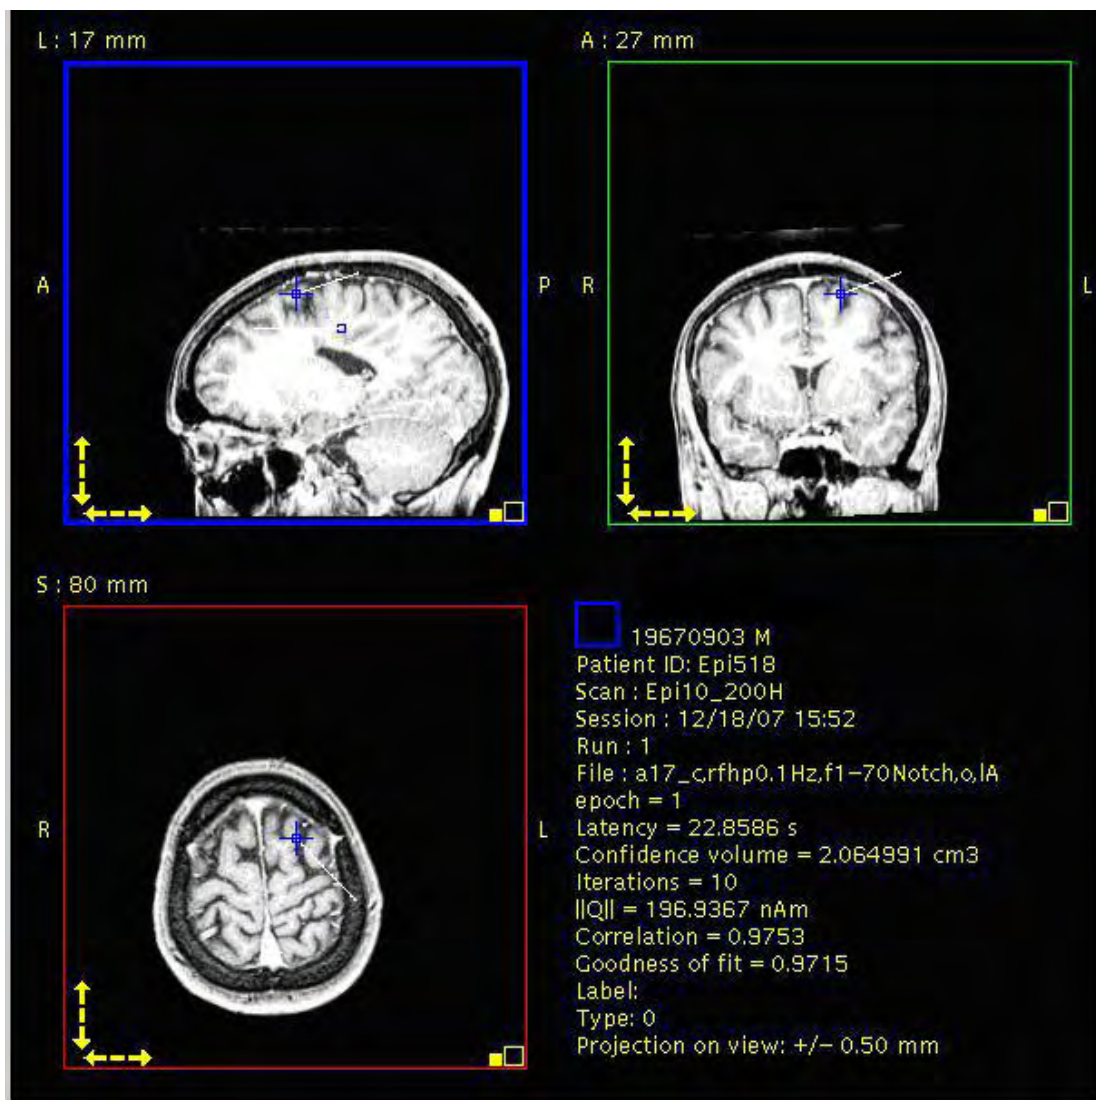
LOCALIZACIÓN DE LOS DIPOLOS EN LA REGIÓN FRONTAL DEL HEMISFERIO IZQUIERDO EN LA RM. EN EL PACIENTE CON CRISIS FOCALES SIN PÉRDIDA DE CONCIENCIA
